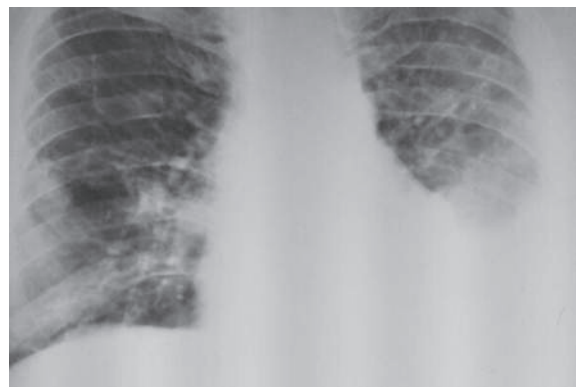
Хворий І., оглядова рентгенографія ОГП на початку захворювання.
